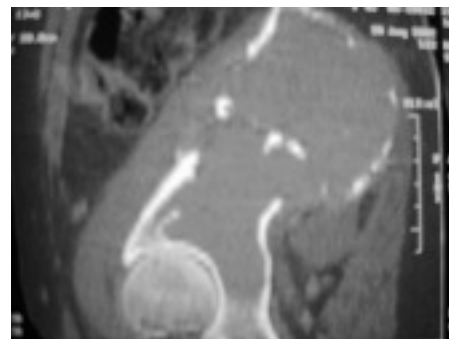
Tomografía axial computarizada en la que se observa lesión osteolítica de pelvis con afectación de partes blandas.
